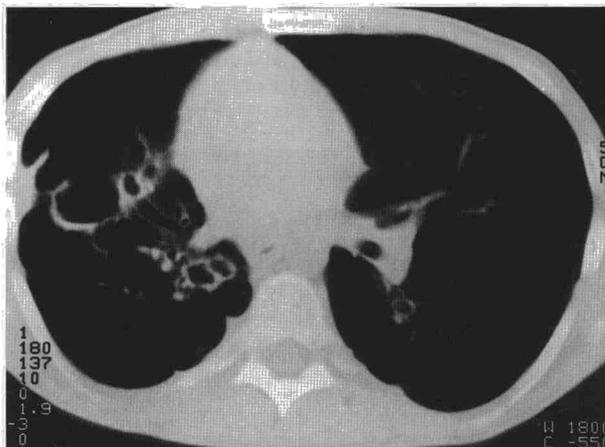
TAC torácica mostrando lesiones cavitadas en ambos hemitórax.
